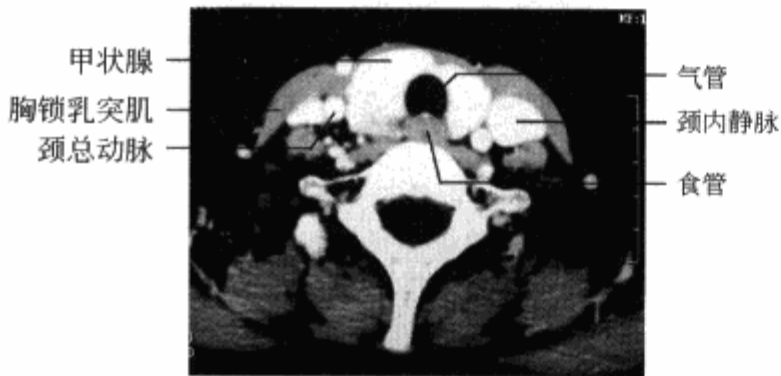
横轴位增强 CT 示甲状腺层面正常解剖结构
